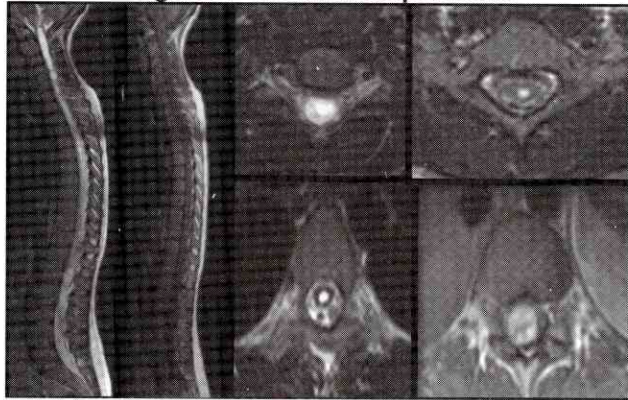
RMN Postoperatorio. 6 AÑOS
